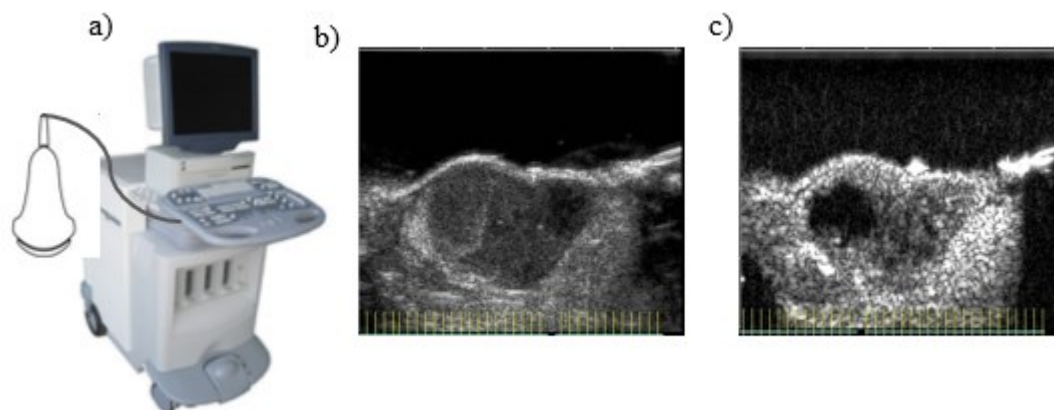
Imagerie ultrasonore avec l'Acuson Sequoia : a) Échographe Acuson Sequoia; b) Imagerie en mode B d'une tumeur 4T1; c) Imagerie en mode CPS d'une tumeur 4T1 perfusée par des microbulles.
